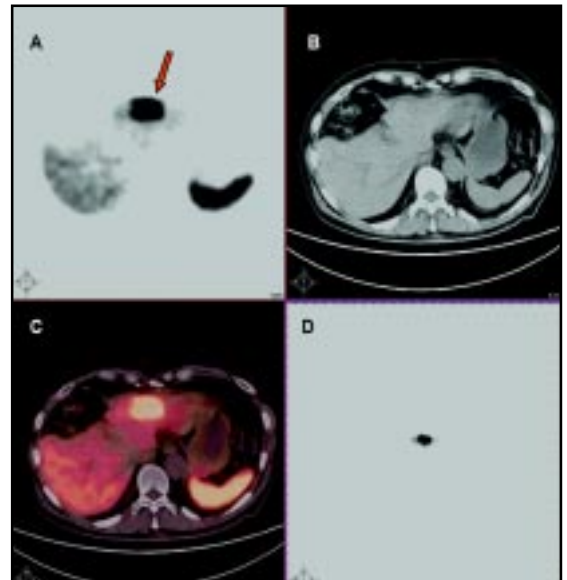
Imágenes PET/CT a nivel del hígado. (A) Cortes axiales PET con ^{68}Ga -DOTATATE que muestra sobreexpresión focal de receptores de SST en la metástasis de TNE de lóbulo izquierdo del hígado (flecha). (B) Imagen de tomografía axial computada al mismo nivel. (C) Imagen de fusión PET/CT correlacionando incremento focal de receptores de SST con la localización anatómica. (D) Corte coronal PET a nivel de la lesión hepática.
